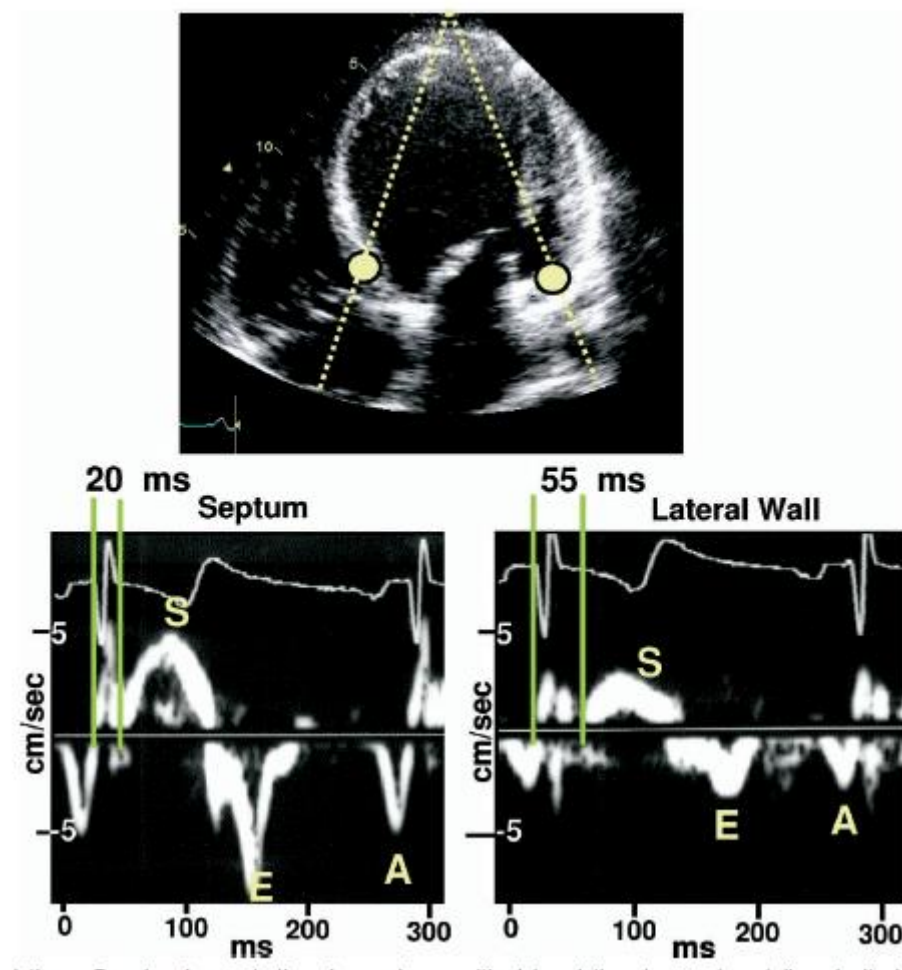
Mesure des délais électromécaniques en Doppler tissulaire[46]
